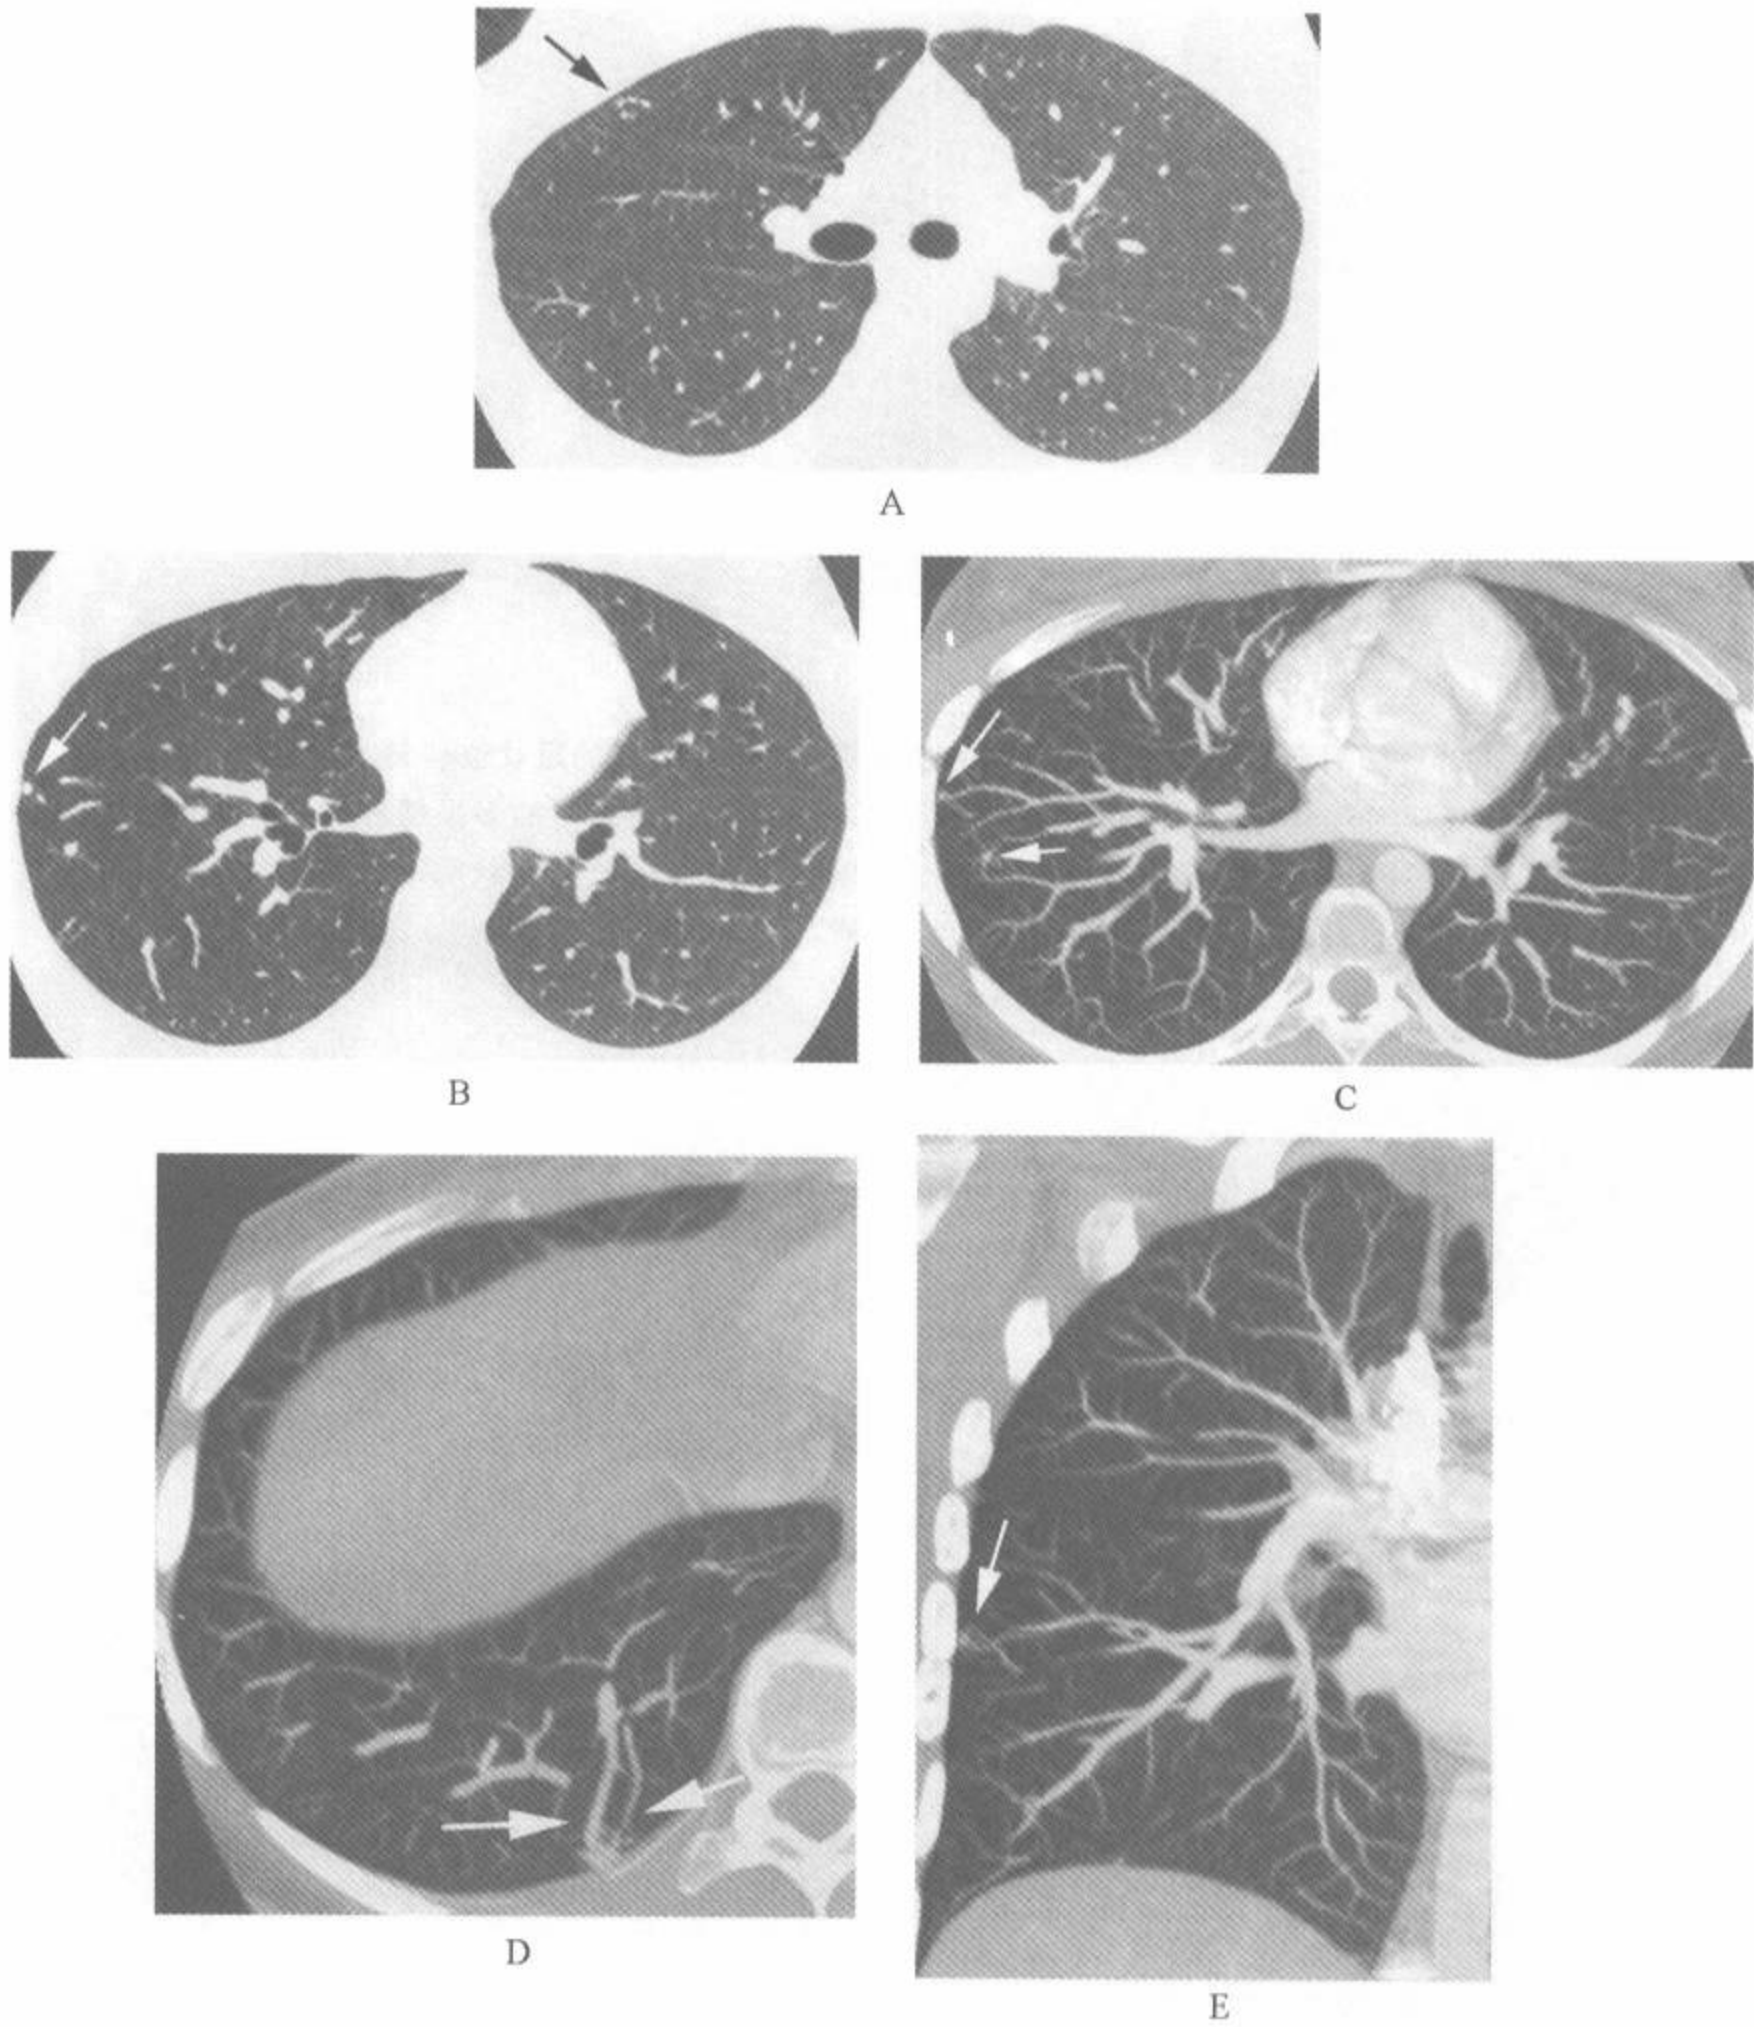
19 岁,有严重的低氧血症病例中的增强螺旋 HRCT
